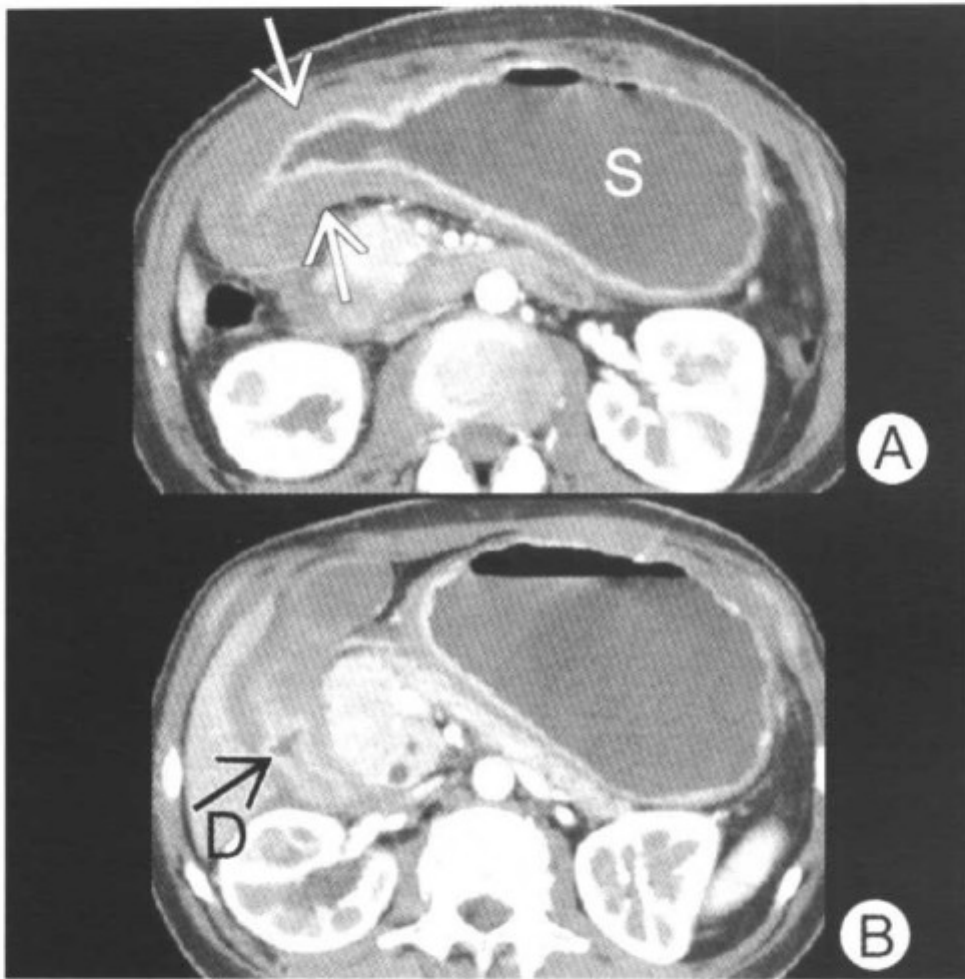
图 A 以水作为口服对比剂的增强 CT 显示明显扩张的胃 (S)，体部远端和胃窦可见环形肿块 (箭头)；图 B 肿块侵犯经过幽门达到十二指肠 (D)
